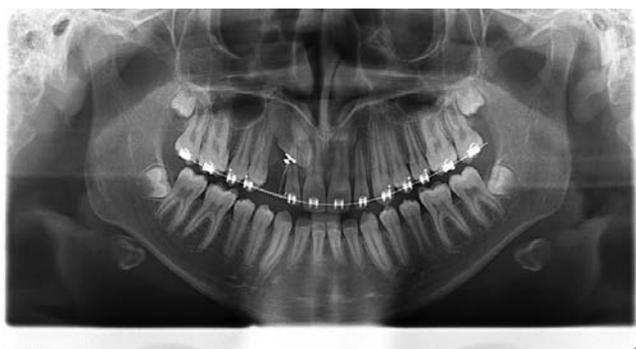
Ортопантомограмма пациента Б. на этапе лечения
